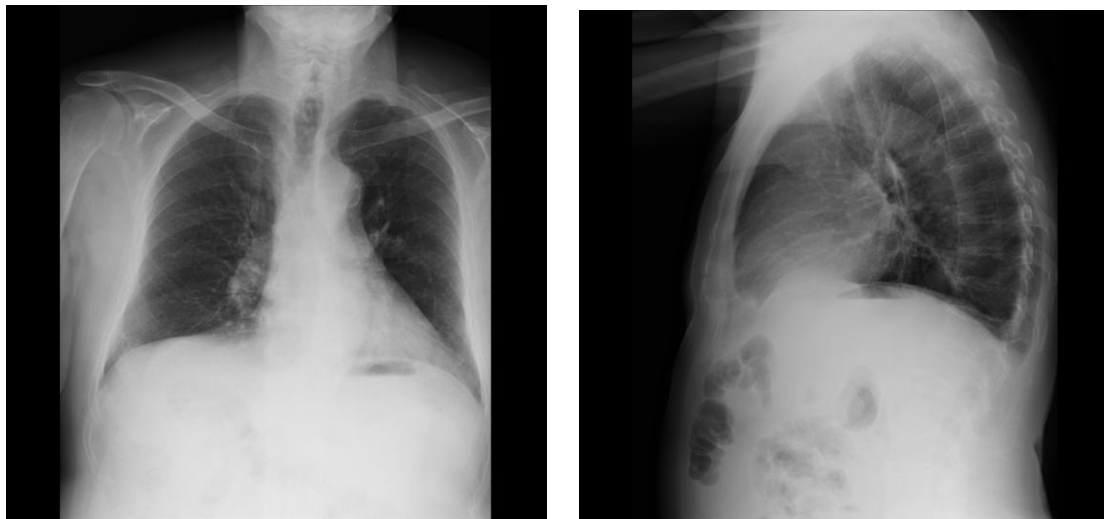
Radiografías PA y lateral de tórax del Centro de Salud
